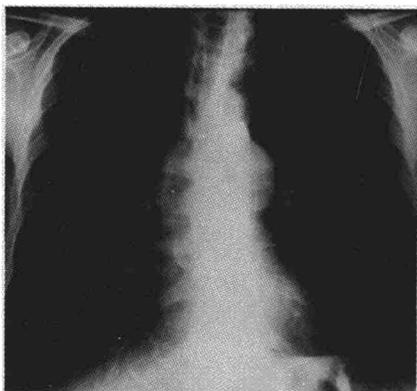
Radiografía simple de tórax en proyección PA. La dilatación de la arteria pulmonar es compatible con masa mediastínica de otra naturaleza.
